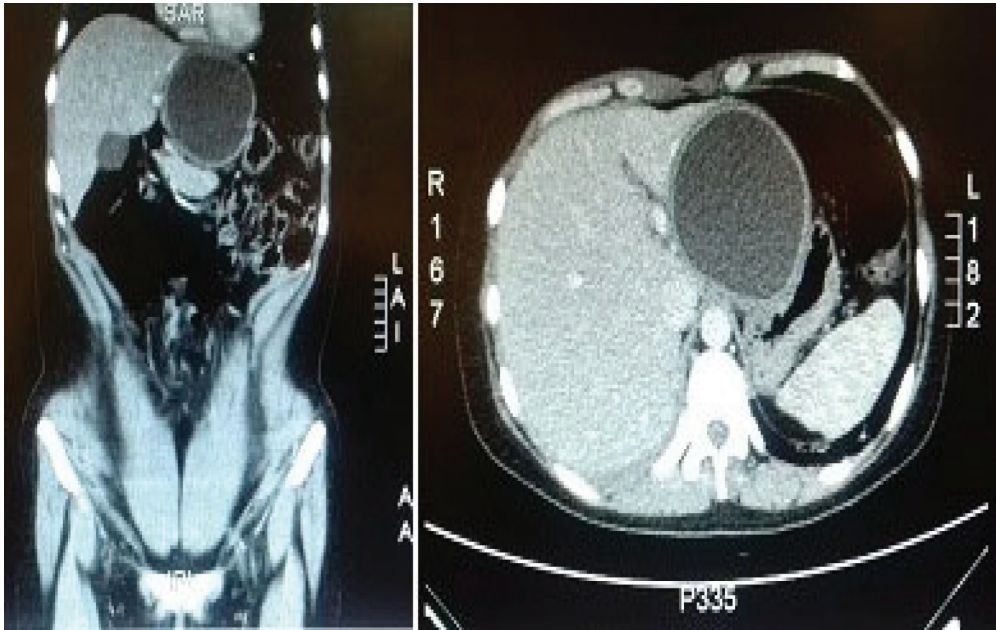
Tomografia computadorizada de abdome de 13 de julho de 2017
